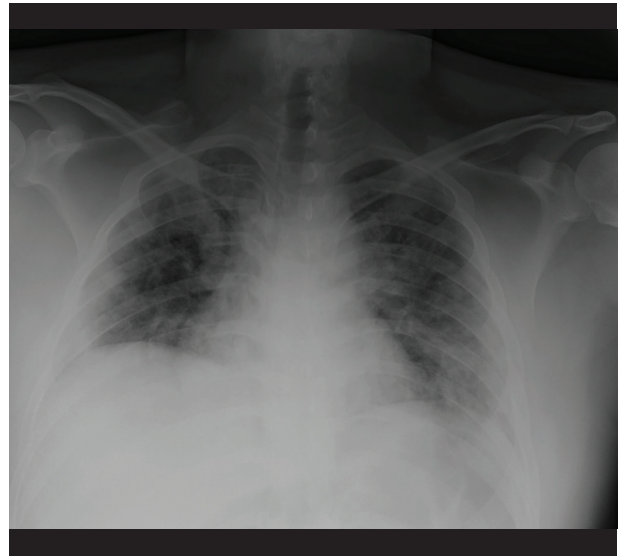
Radiografía de tórax al ingreso, que muestra patrón intersticial difuso bilateral.
